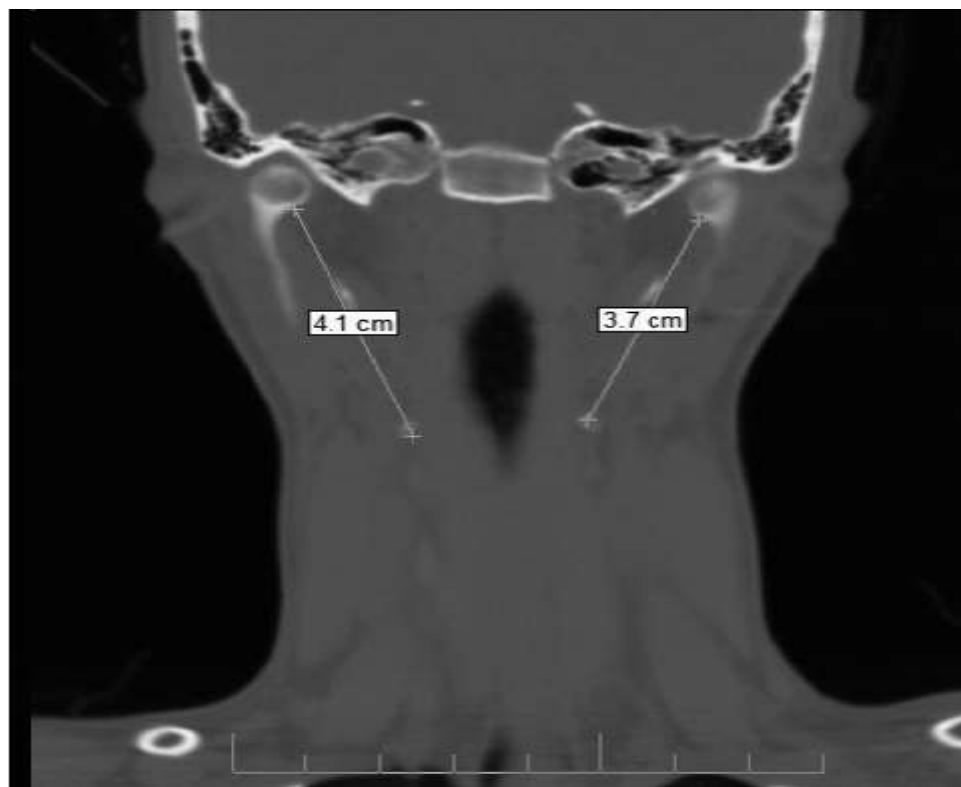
Компьютерная томография в корональной плоскости: двустороннее удлинение шиловидных отростков с асимметрией длины (справа — 4,1 см, слева — 3,7 см), чётко визуализируемое при костном окне КТ.
